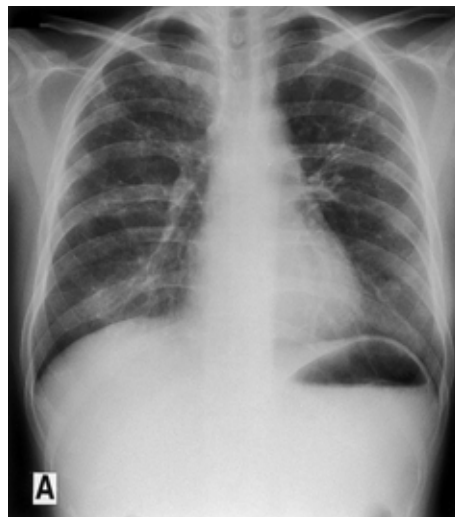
A Chest X-ray film obtained on November 29, showing only reticular shadows.
